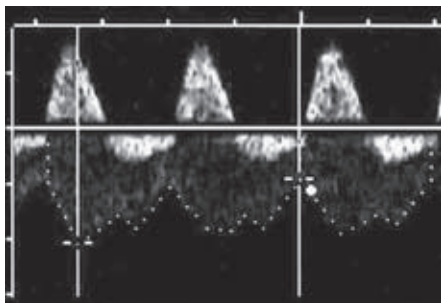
Doppleruntersuchung der Arteria und Vena umbilicalis mit grob pathologischem arteriellem Fluss (enddiastolische Flussumkehr) und pathologischem venösem Fluss (doppelte venöse Pulsationen).
